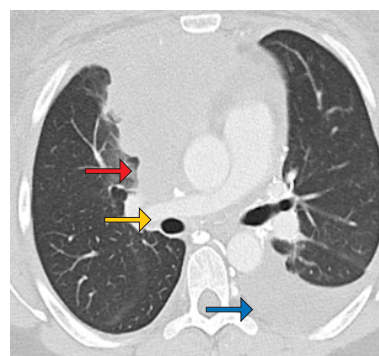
TC do tórax, em corte axial, a demonstrar massa mediastínica infiltrativa (seta vermelha), veia cava superior colapsada (seta amarela) e derrame pleural à esquerda (seta azul).
